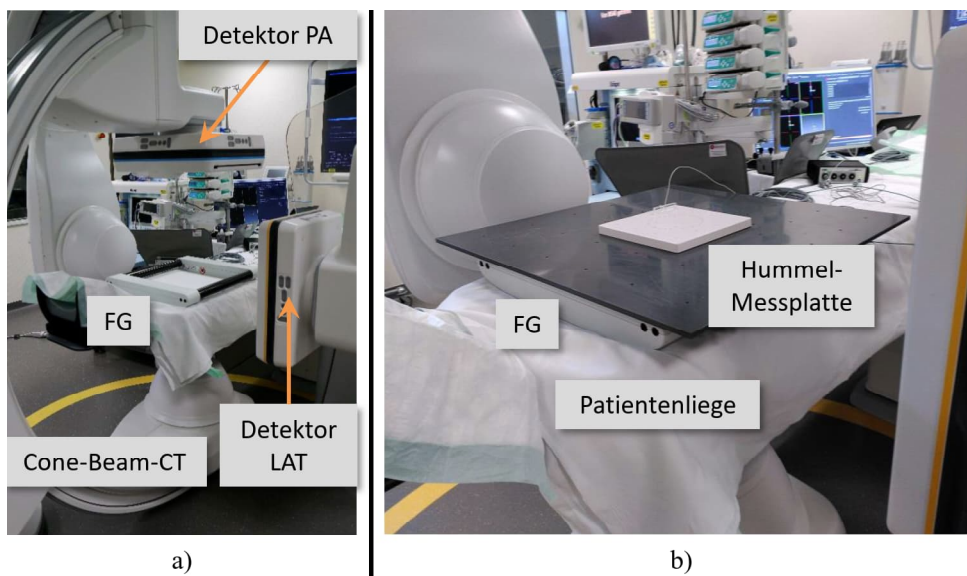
Versuchsaufbau: Hummel-Protokollmessungen in der Klinik. a) Räumliche Position der beiden Detektoren des Cone-Beam-CT-Geräts in Relation zum FG. b) Finaler Versuchsaufbau für die Hummel-Protokollmessungen im Inferior-Setup. Die Bildaufnahme in Teilabbildung b) wurde freundlicherweise von A. M. Franz mit einer Abdruckgenehmigung für diese Arbeit bereitgestellt.
